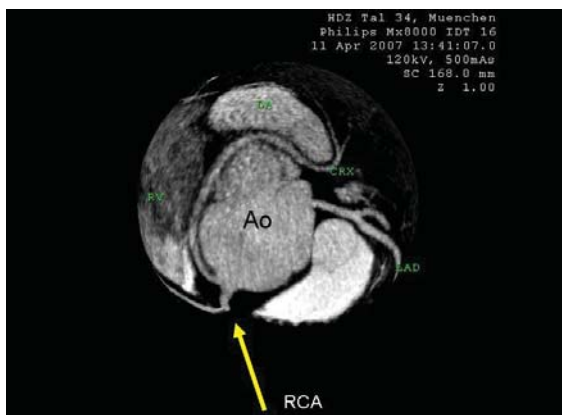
Kardio-CT. Multiplanare Rekonstruktion im „globe view“. Normaler Verlauf der RCA. Der RCX entspringt aus dem Ostium der RCA.
